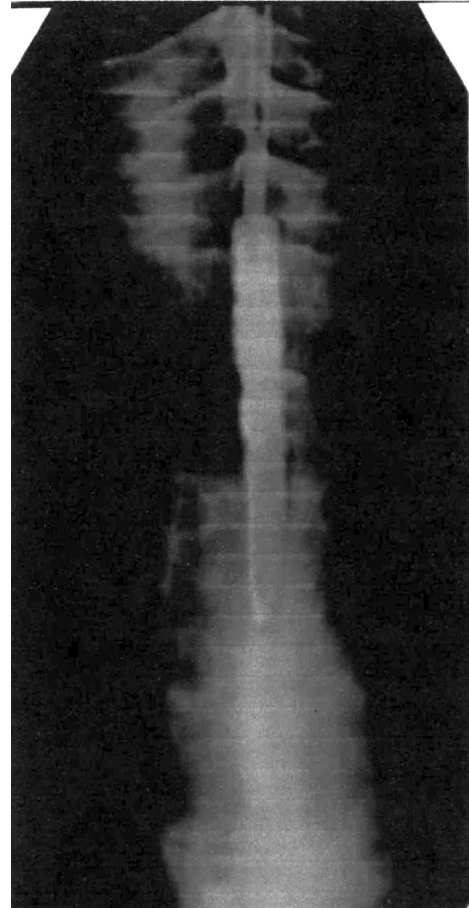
Прицельная рентгенограмма пищевода, отображающая момент «точной» диагностики дефекта среднегрудного отдела пищевода
